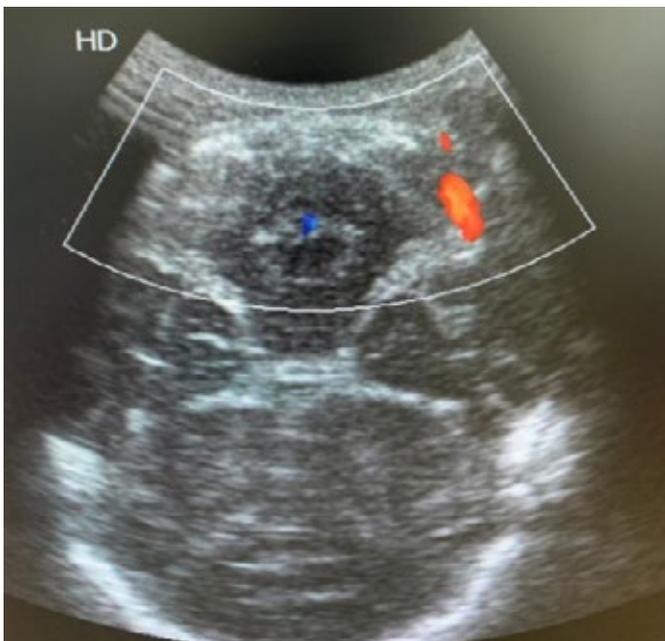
Ultrassonografia transfontanelar com doppler, corte oblíquo em sentido cranial através do forame magno. Mostra o fluxo bem caracterizado ao doppler colorido no seio transversal esquerdo e não caracterização de fluxo no seio transversal direito.
